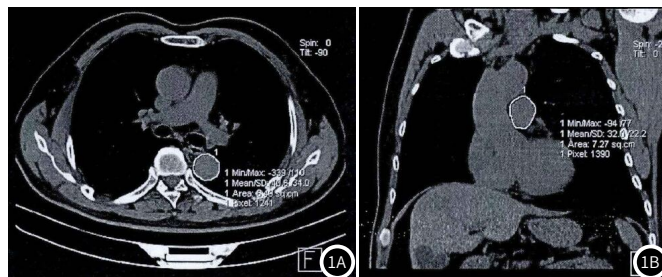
CT测量患者MPA及DA截面积。图1A：在测量MPA的同层面横断面，直接划感兴趣区测量DA截面积；图1B：获得MPA最小截面重组图像，划感兴趣区并测量MPA截面积。
